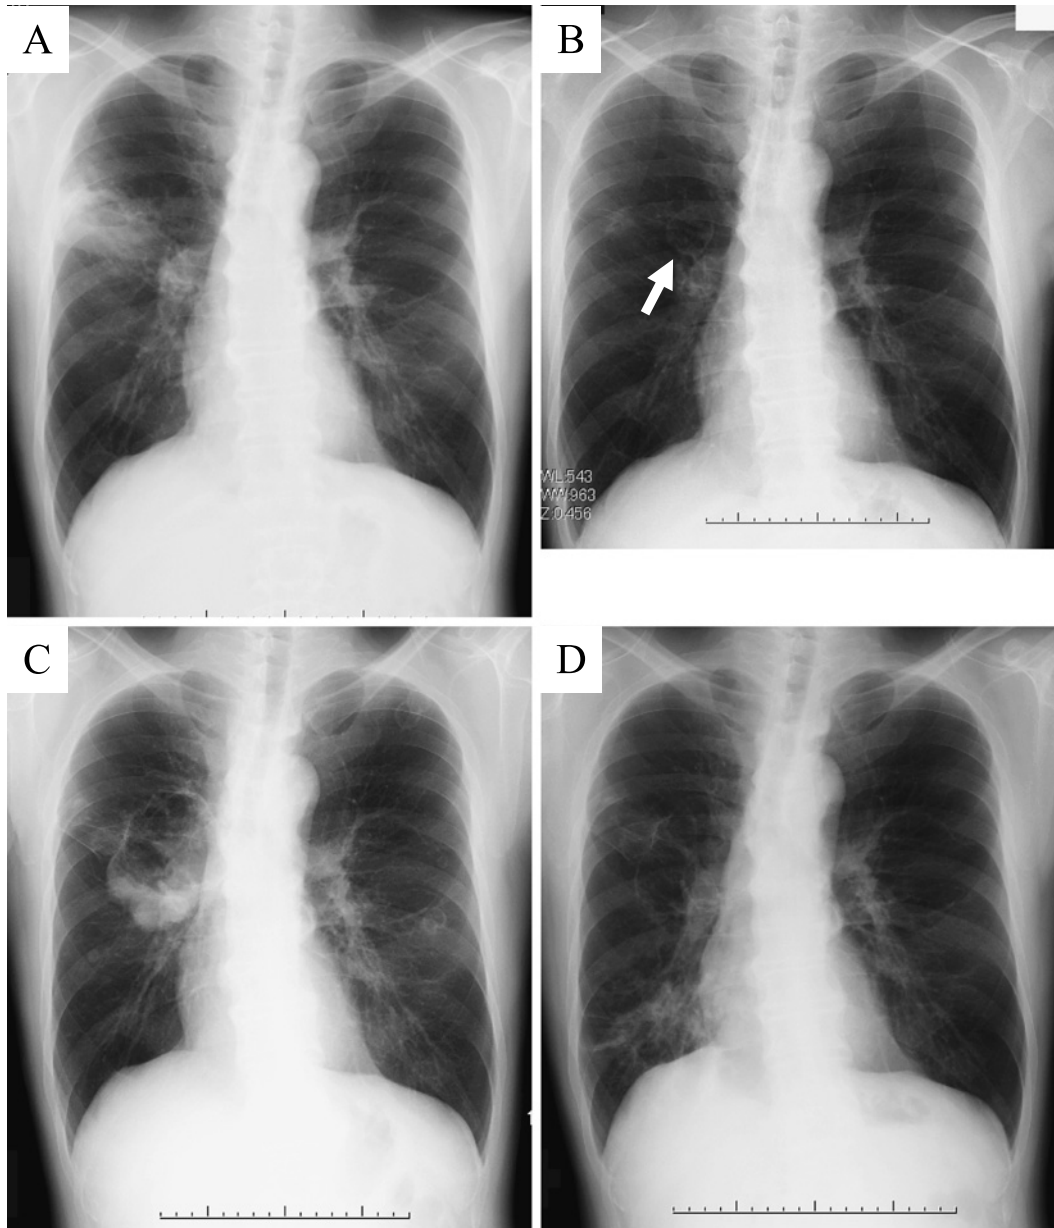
The clinical course of the chest X-ray findings. (A) A chest X-ray at the initial admission for a lung abscess showed a mass-like lesion with cavitation in the right middle lung field. (B) A chest X-ray at one year after treatment for the lung abscess showed another enlarged cystic lesion (arrow). (C) A chest X-ray on re-admission showed a mass shadow with cavitation in the right middle lung field. (D) A chest X-ray after chemotherapy showed a thin-walled cavity in the right middle lung field.
